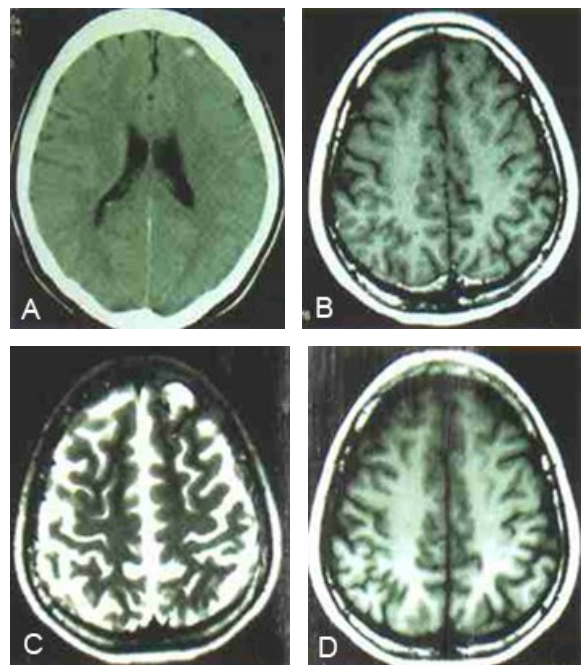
左额叶胚胎发育不良性神经上皮肿瘤影像学表现 A. 头部 CT 示左侧额叶稍高密度影;B. 头部 MRI T₁WI 呈等信号;C. 头部 MRI T₂WI 呈高信号;D. 头部 MRI 增强扫描未见强化,肿瘤导致局部颅骨变薄
